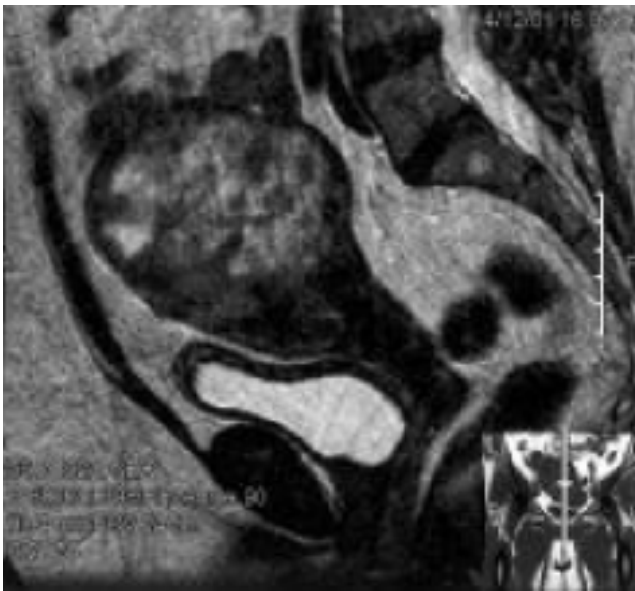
Imagen sagital de resonancia magnética en T2 que muestra un gran leiomioma heterogéneo en el fondo uterino.
